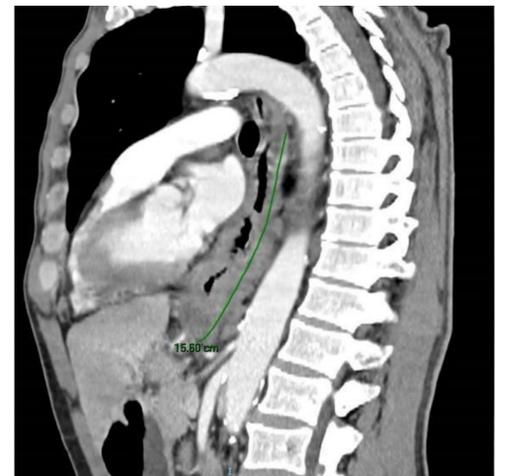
TC toracoabdominal, corte sagital. Tumoración esofágica con extensión a cámara gástrica de 15.6 cm de longitud.
